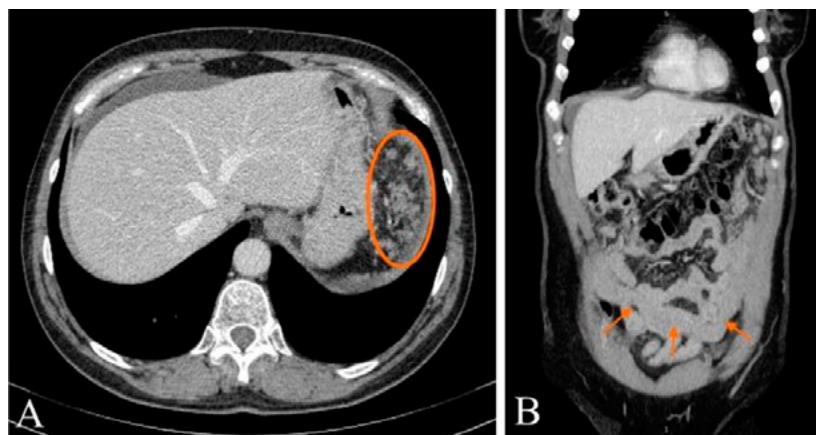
Спиральная компьютерная томография органов живота и таза больной Р., 58 лет: А — канцероматоз брюшины в левом верхнем квадранте брюшной полости; В — опухолевая инфильтрация сальника по типу «omental cake»
